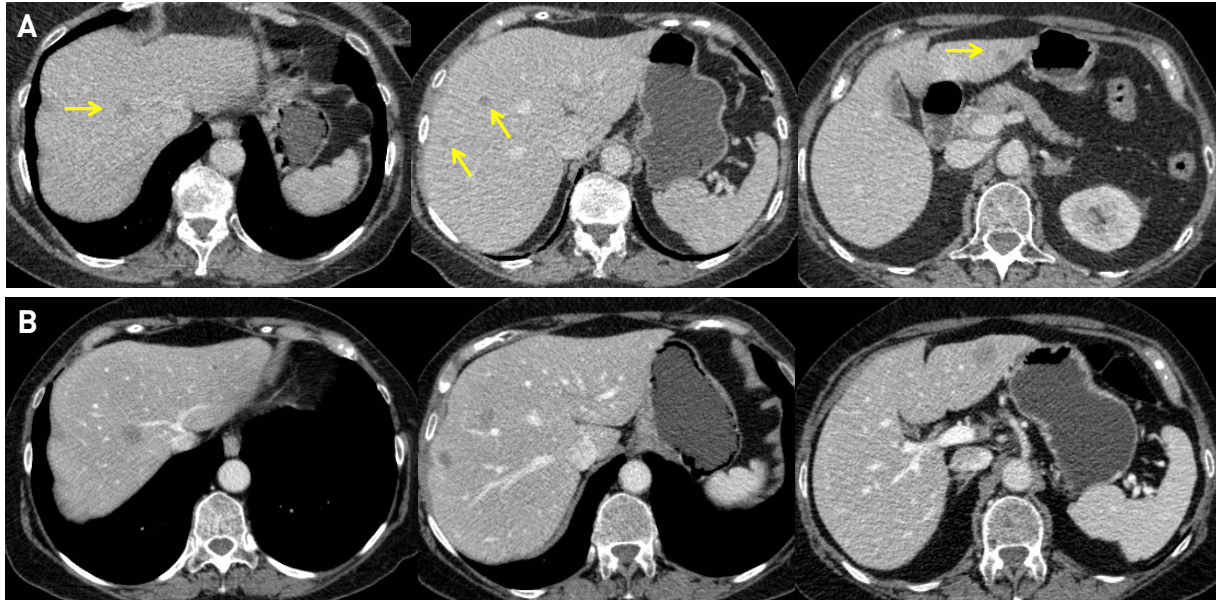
Progresión de la afectación metastásica hepática. Imágenes de TC en paciente con cáncer de colon al diagnóstico (A) y a los 3 meses. Lesiones hepáticas hipodensas compatibles con metástasis con crecimiento significativo a los tres meses en relación con progresión de la enfermedad.
